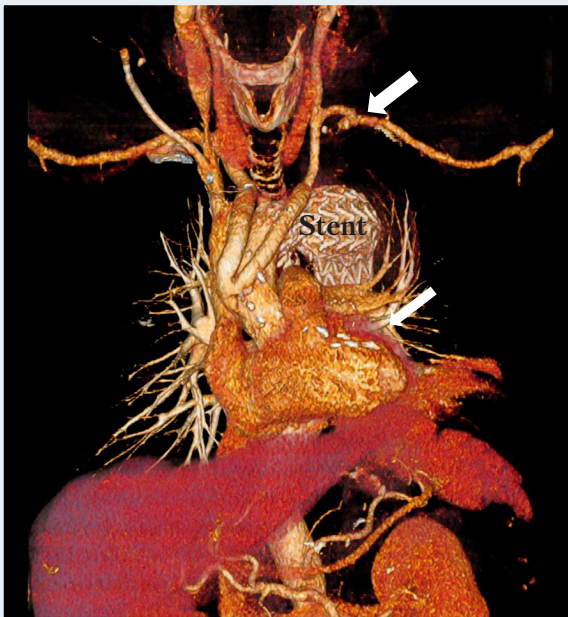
Послеоперационная компьютерная томограмма пациента Ш., 60 лет. Сонно-подключичное соустье (большая стрелка), аортокоронарный шунт (малая стрелка)
